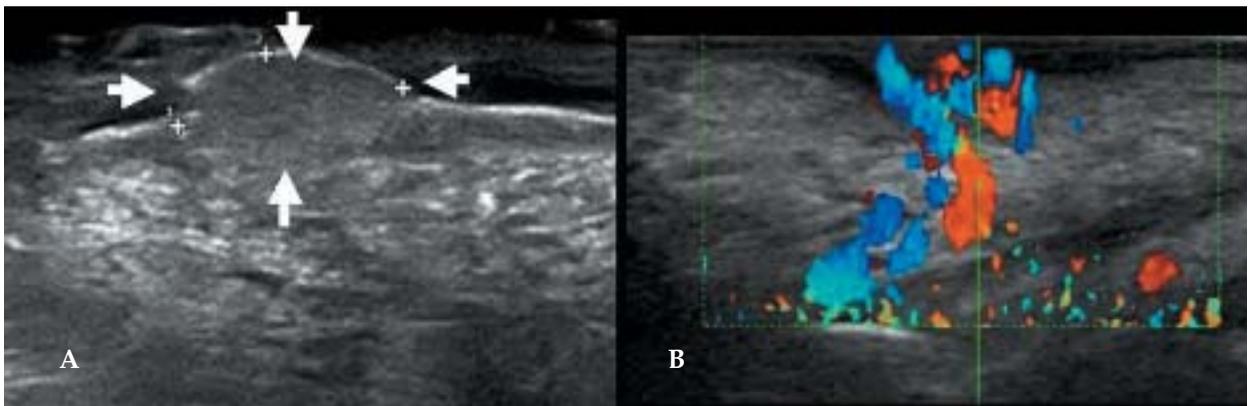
Ecografía Doppler
